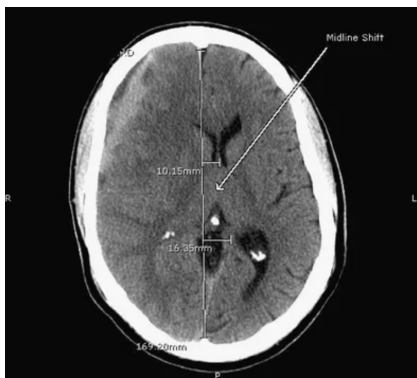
TC mostra shift della linea mediana di 16 mm.
